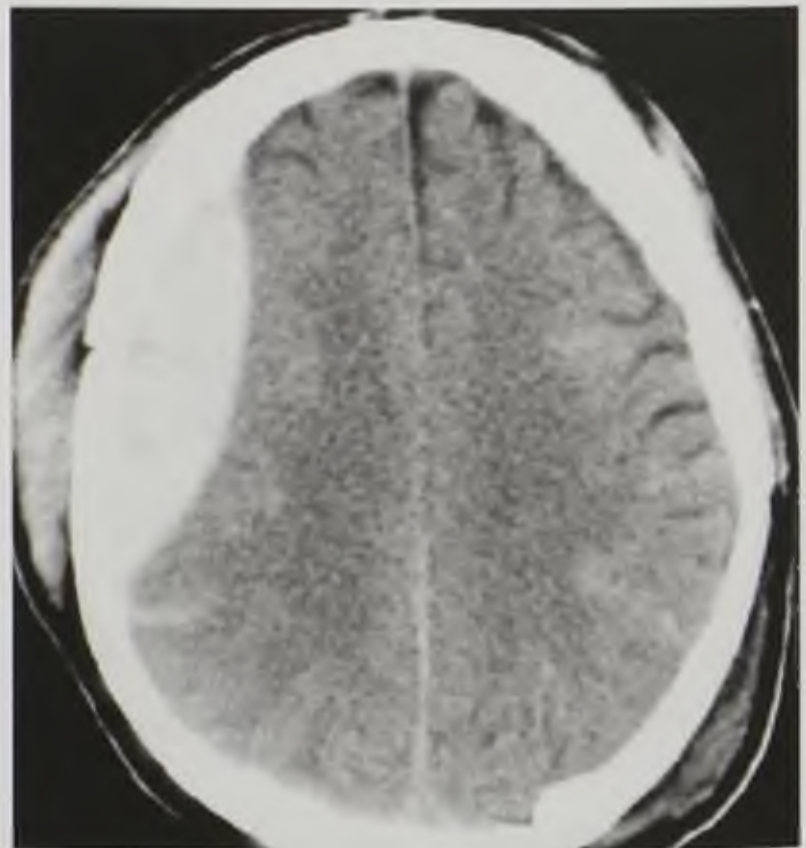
Компьютерная томограмма в аксиальной плоскости. Эпидуральная гематома правой лобной области с отеком и наличием крови в мягких тканях
